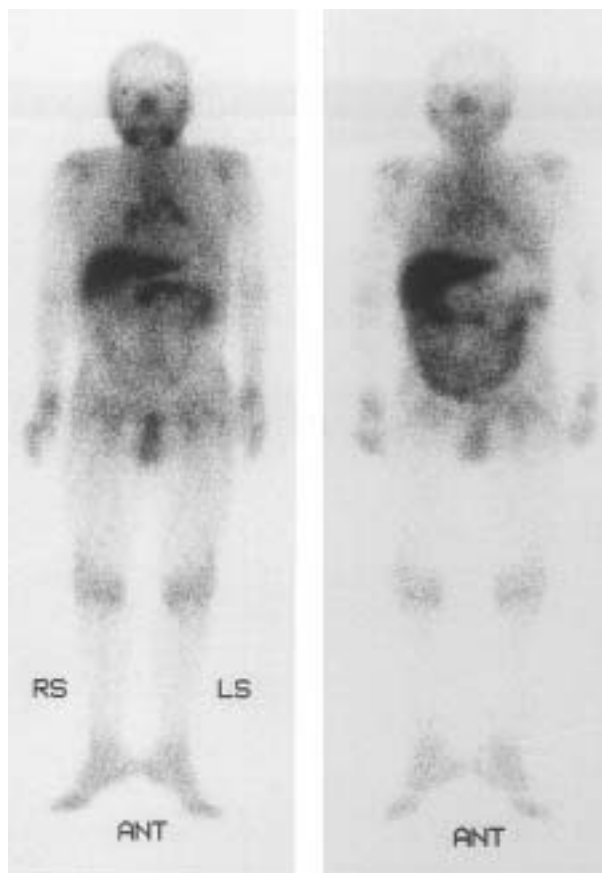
a（左）術前 ^{67}Ga scintigraphy：膵全体に高度な集積があり，両側肺門部と顎下腺にも異常な取り込みが認められた。
